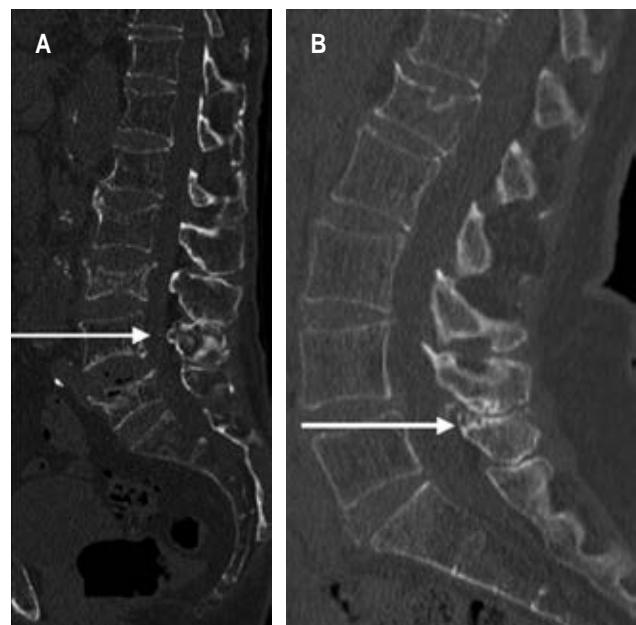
A) Tomografía computarizada simple de columna lumbar corte sagital donde se observa contacto anormal entre las apófisis espinosas de L3-L4, con esclerosis reactiva y aplastamiento de las apófisis interespinales. B) Tomografía computarizada simple reconstrucción sagital de columna lumbar donde se observa formación de geodas, esclerosis y aplastamiento de las apófisis espinosas de L4-L5.
